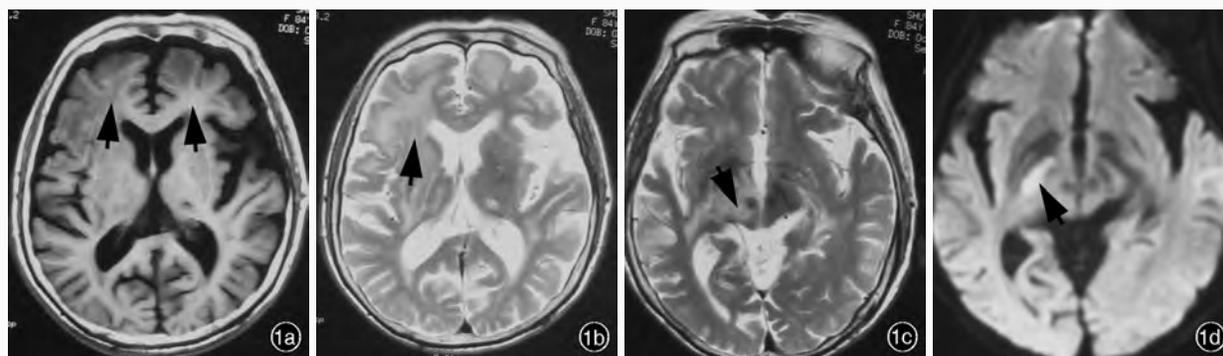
入院时(2010年9月20日)MRI检查所见 1a T₁WI显示双侧额叶皮质下、脑室旁、基底节区低信号病灶(箭头所示) 1b T₂WI显示双侧额叶皮质下、脑室旁、基底节高信号病灶(箭头所示) 1c T₂WI显示右侧脑干高信号病灶(箭头所示) 1d DWI显示右侧基底节病灶呈高信号(箭头所示)
